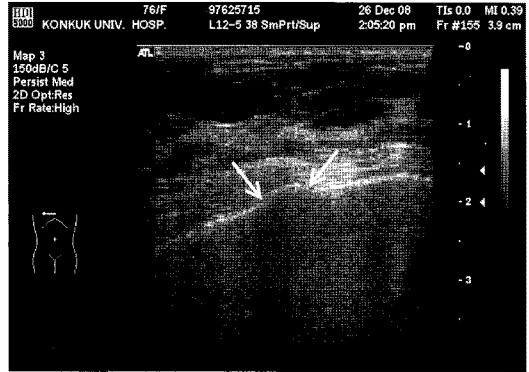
Chest wall sonogram of 76-year-old woman with slip down showing fracture of right 8th costal cartilage. White arrow indicates fracture site and periosteal hematoma.
